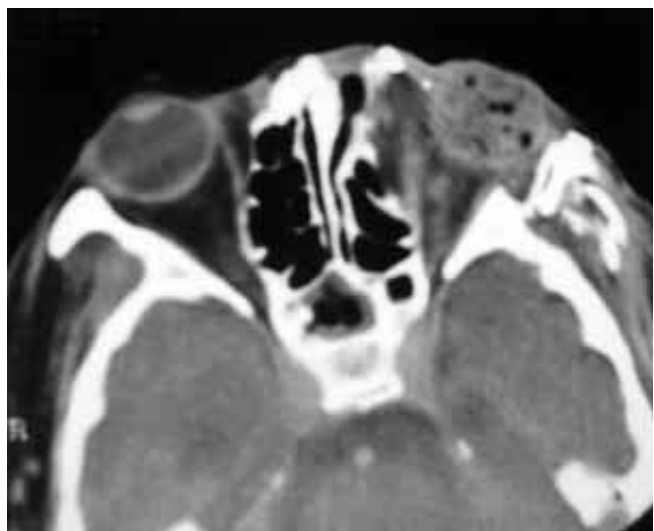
Tomografía axial computarizada. Se observa destrucción naso-orbitaria.
